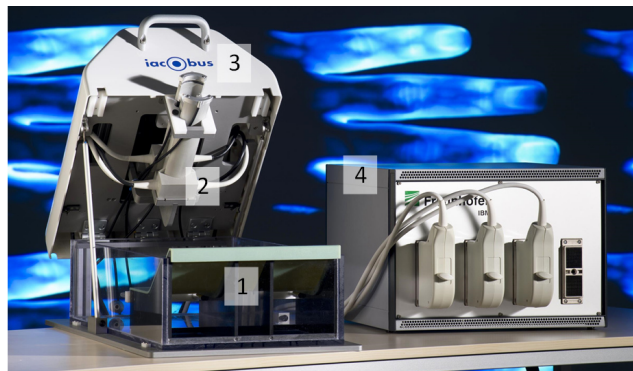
Tomographisches Messsystem zur kombinierten Bildgebung an Fingergelenken und Kleintieren. Die Messung findet in einem Wasserbecken (1) statt. Das Verfahren des Wandlers über den Finger wird mittels mechanischer Einheit (3) und die aufgenommenen Daten im Beamforming-System verarbeitet (4). Foto: © Bernd Müller
